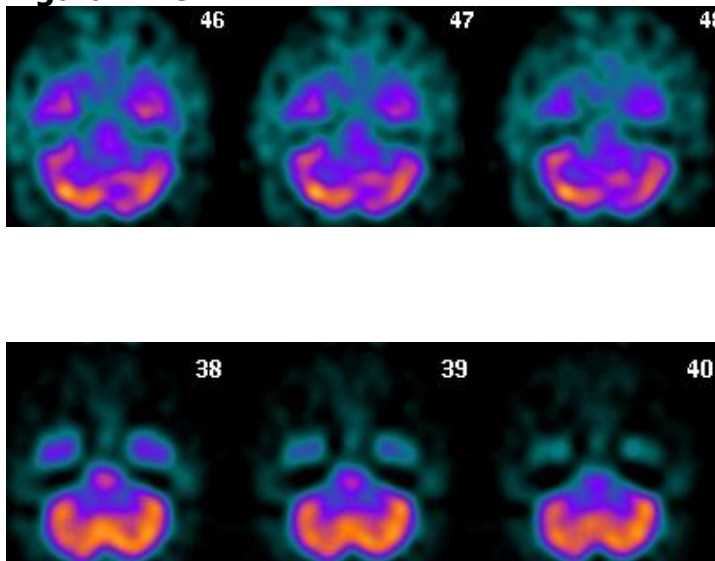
Exploración SPECT-PCR con afectación a nivel de cerebelo.
